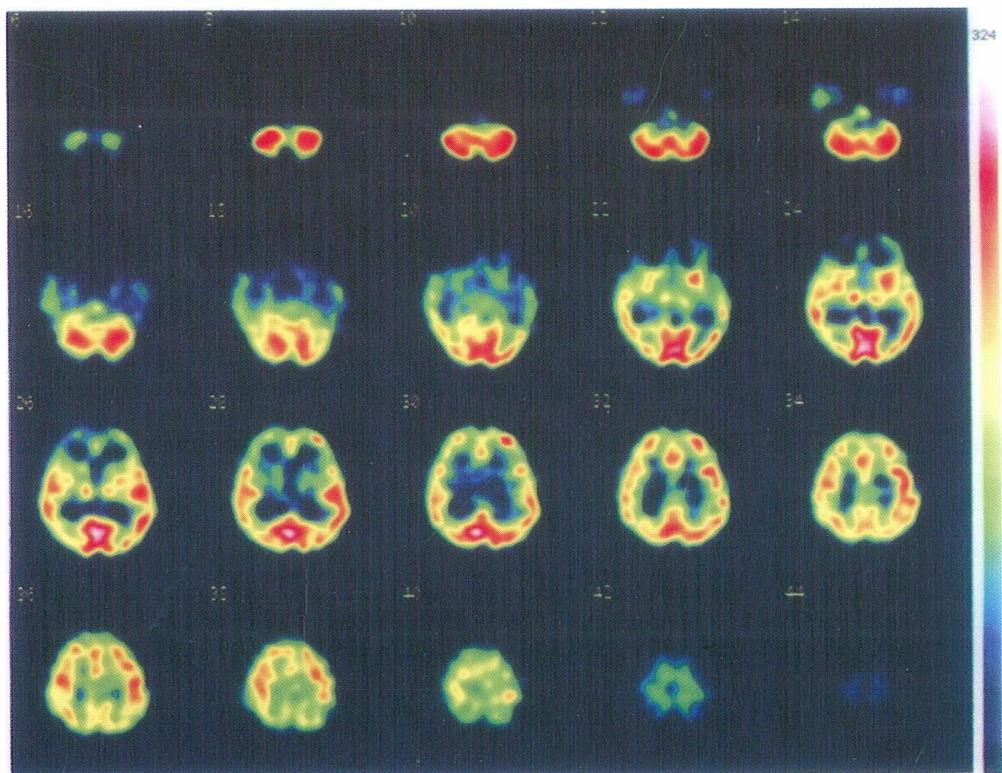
本事例のSPECT画像所見（2003年1月30日）
